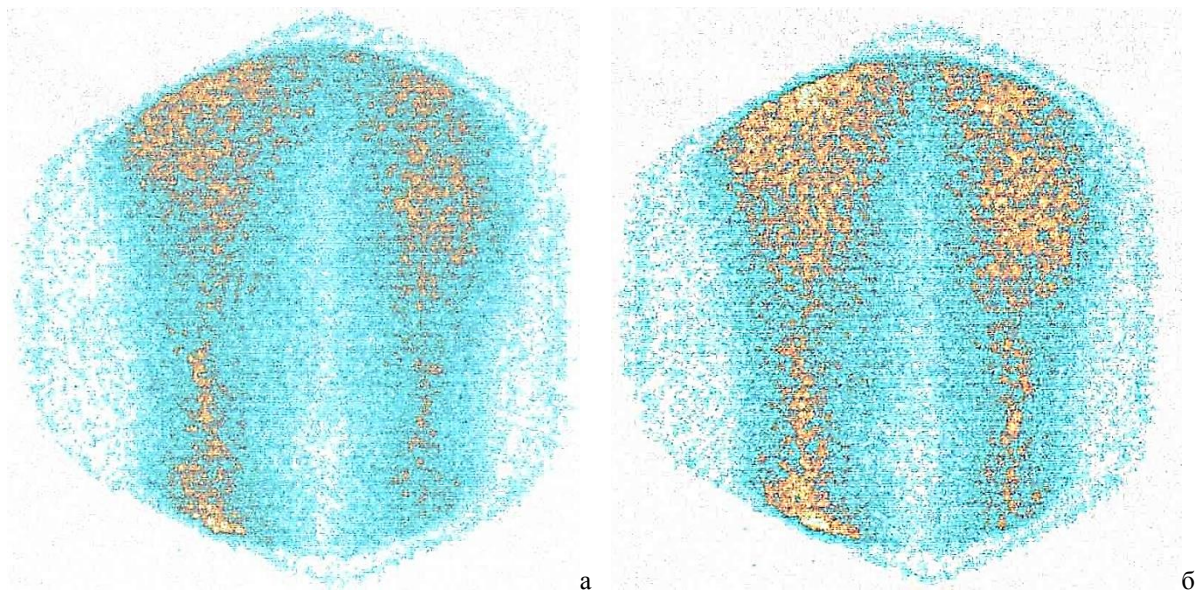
Радіоізотопна флебосцинтиграфія: різке сповільнення відтоку радіофармпрепарату по гомілкових венах при їх тромботичній оклюзії (а) та візуалізація суральних вен (б)
